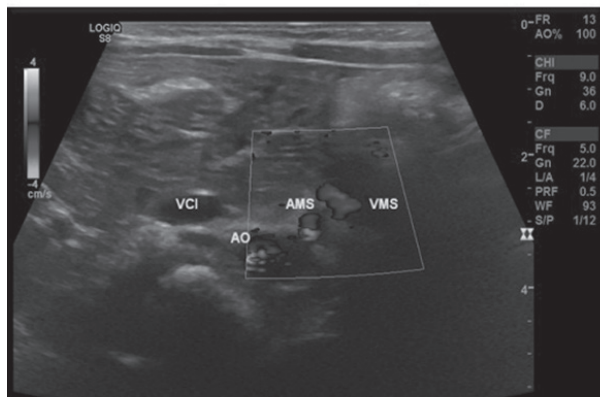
Ecografia abdominal demonstrando inversão da topografia habitual dos vasos mesentéricos superiores, característica da má rotação intestinal, sem torção dos eixos vasculares.
